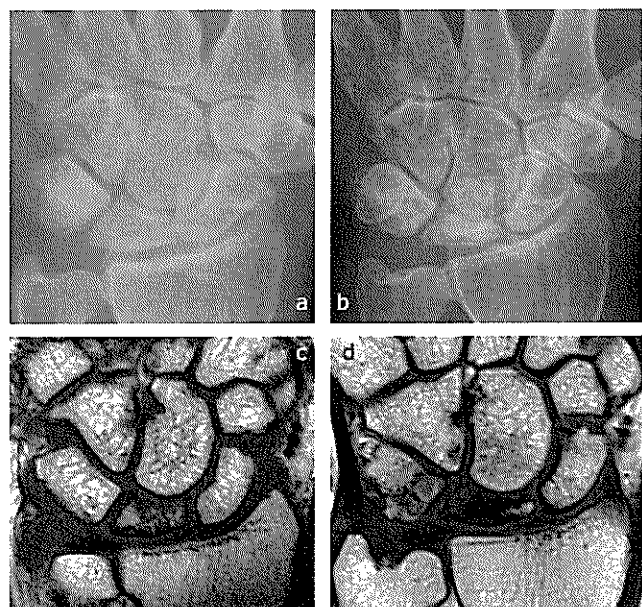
症例4. a:術前単純X線像, Lichtman 分類 stage IIIa. b:術後7年単純X線像, Lichtman 分類 stage IIIb. c:術前MRI プロトン強調像, 月状骨 Ogawa's grade 4. d:術後7年MRI プロトン強調像, 月状骨 Ogawa's grade 5.
